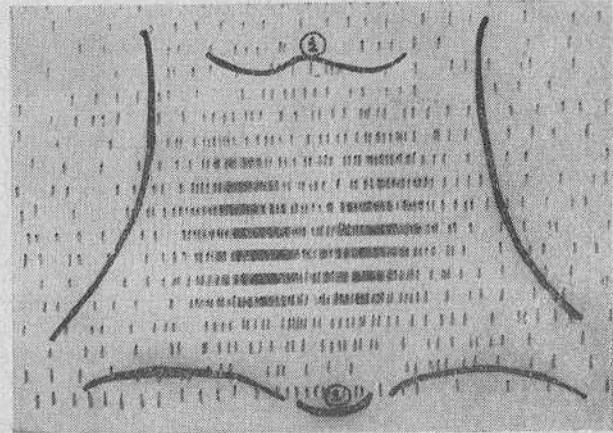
Гамматиреограмма нормальной щитовидной железы (сцинтиграмма). 1—область щитовидного хряща; 2—область яремной ямки. Железа не увеличена, имеет форму «бабочки».
